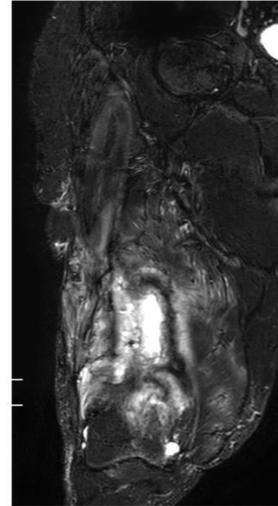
Resonancia magnética que muestra osteomielitis del fémur derecho
